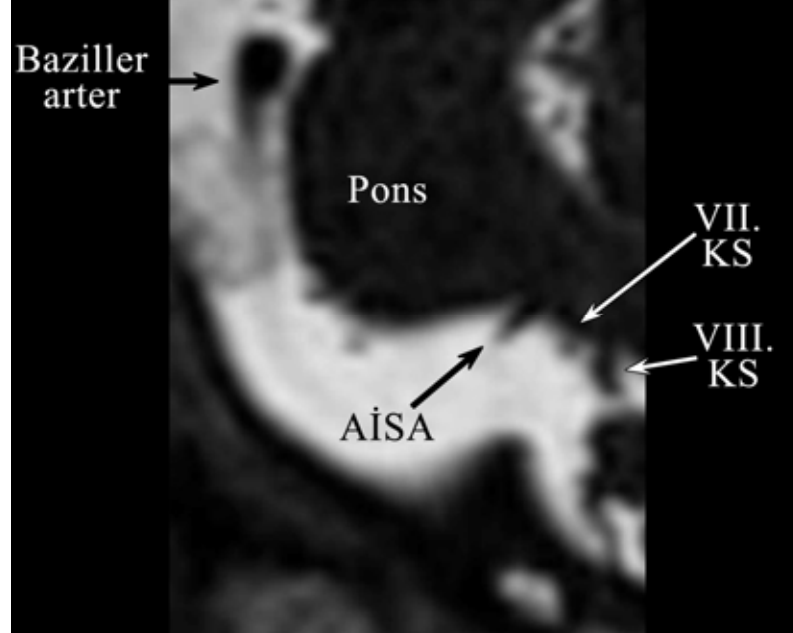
Kulağın T2A DRIVE sekansı ile elde edilmiş aksiyel MRG görüntüsü.
